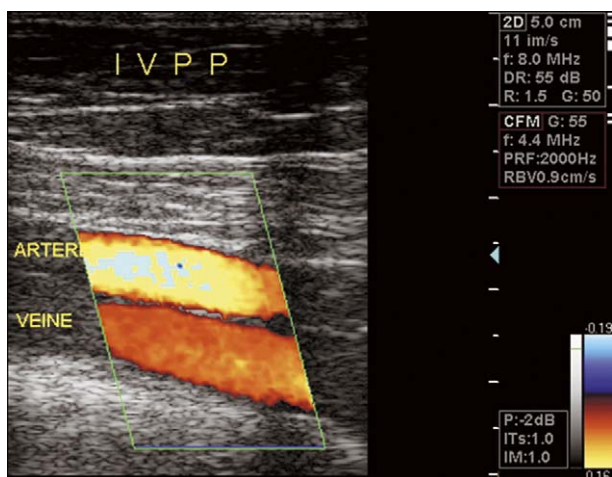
Échodoppler veineux (EDV) couleur dans une insuffisance valvulaire profonde primitive (IVPP) : reflux dans une veine fémorale (superficielle).
